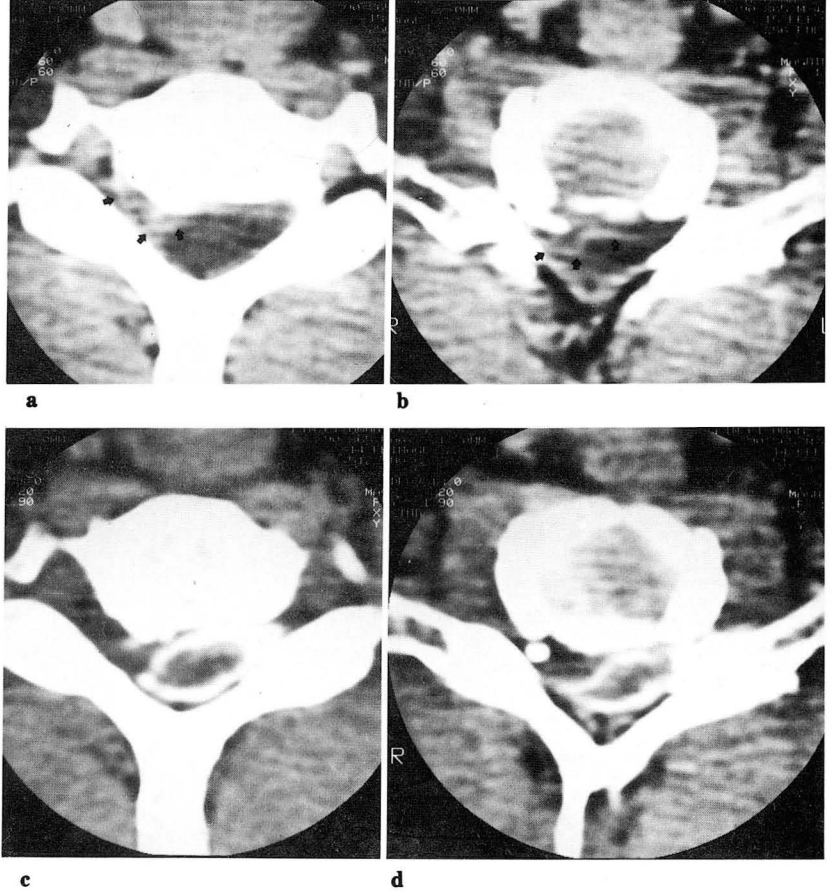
Comparison of Plain CT and IV CECT:
